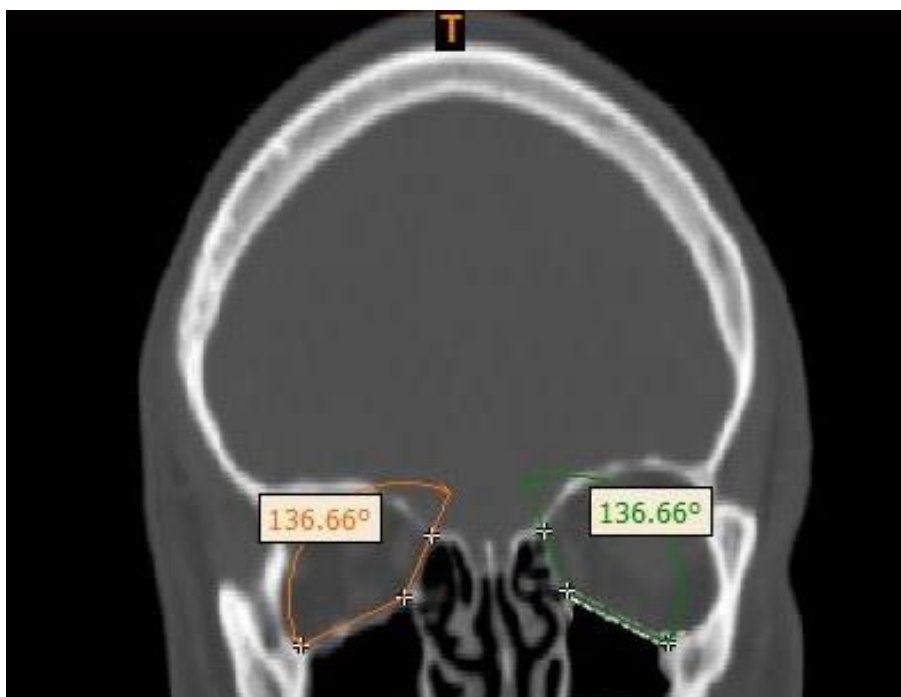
Корональный срез КТ пациента Ч. ИБ №44238, вид в послеоперационном периоде. Отломки нижней стенки левой орбиты удалены из полости верхнечелюстной пазухи. В данном случае угол между медиальной и нижней стенками орбиты с противоположной стороны послужил ориентиром для моделирования положения индивидуализированного аугмента
